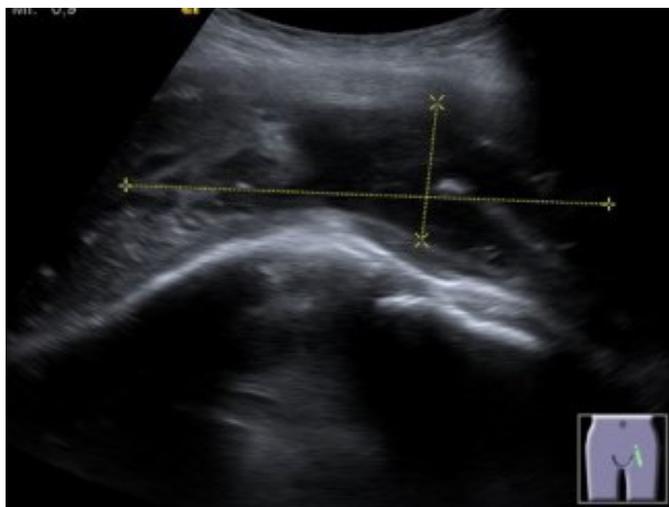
Lesão abcedada no músculo psoas em ecografia pélvica
